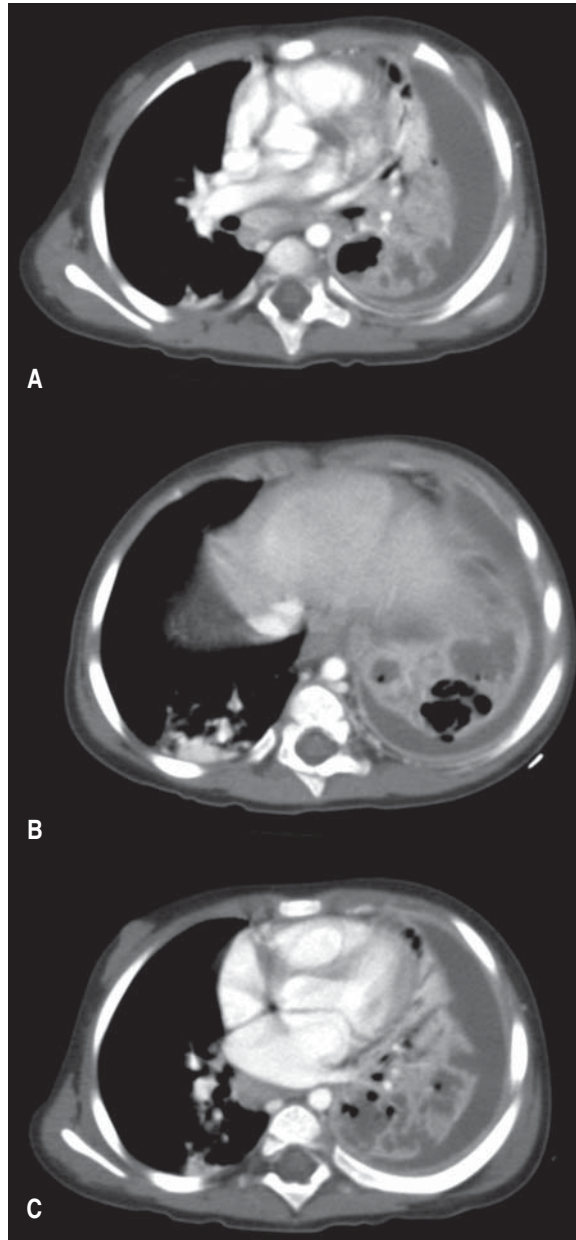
Cortes axiales de tomografía computada con material de contraste endovenoso (A, B y C) que muestran consolidación completa del pulmón izquierdo, con reforzamiento heterogéneo a expensas de cavitaciones e imágenes con atenuación líquida compatibles con abscesos. El espacio pleural se encuentra ocupado por líquido, probablemente loculado y se aprecia franco engrosamiento y reforzamiento de la pleura parietal, como datos que sugieren empiema. El pulmón derecho muestra áreas de consolidación heterogénea en la base, compatible con extensión contralateral del foco neumónico.
